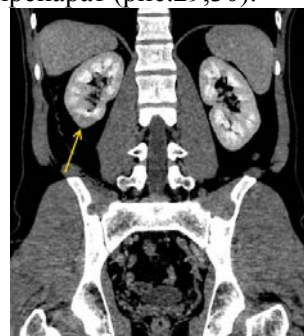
Мультиспиральная компьютерная томография. МПР, паренхиматозная фаза. Стрелкой указан участок ишемии почечной паренхимы в зоне эмболизации
